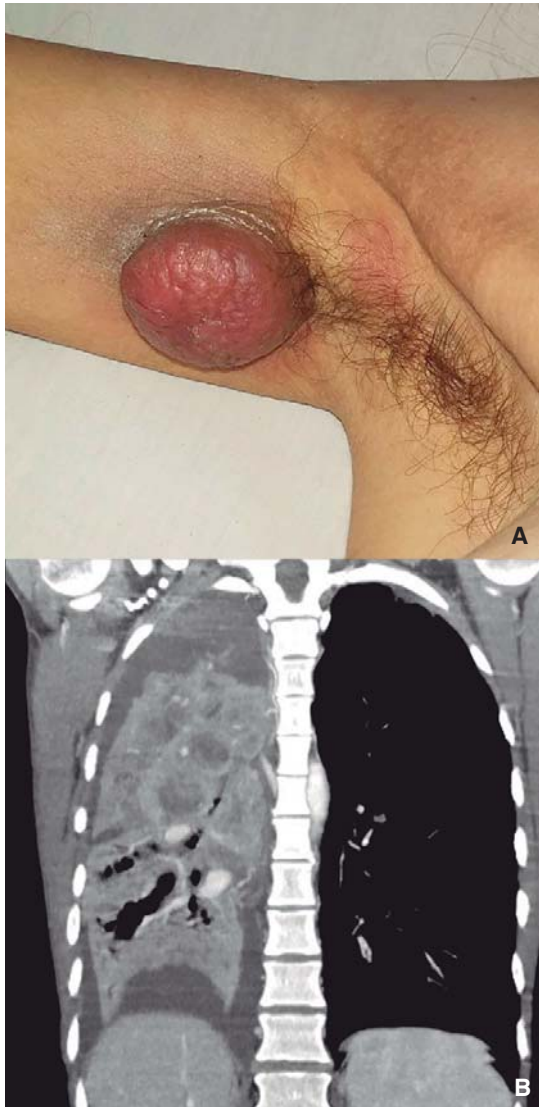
Caso 1: A) lesión tumoral en la cara interna del brazo derecho. B) TC tórax: atelectasia masiva del pulmón derecho por formación sólida con áreas de necrosis.
